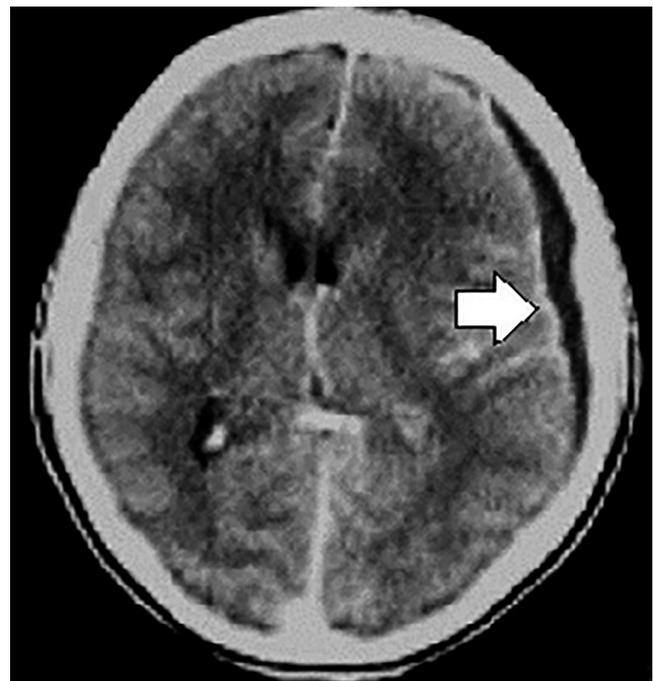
Estudo de TC axial revelando empiema subdural.
